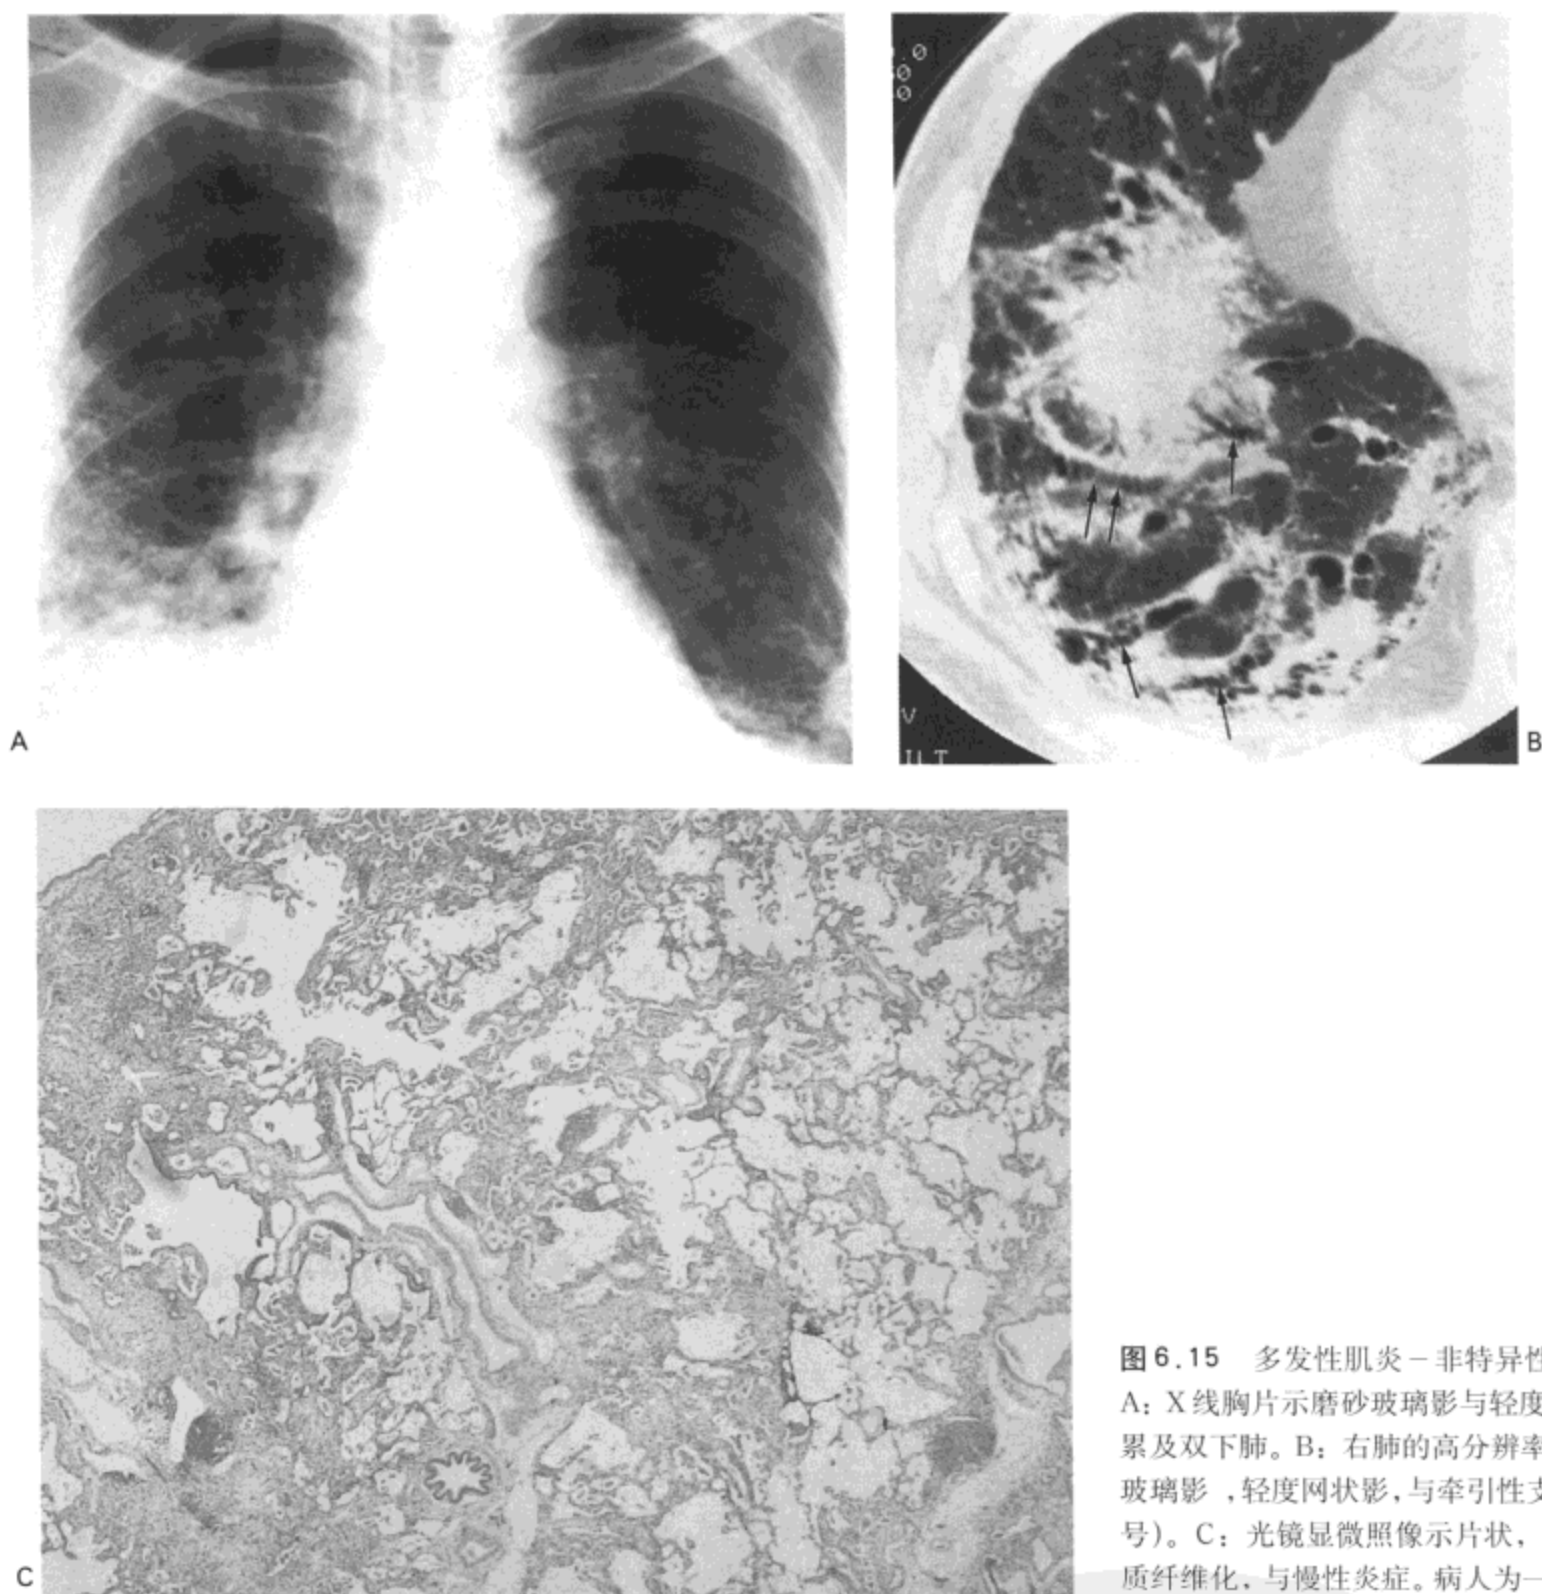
多发性肌炎-非特异性间质性肺炎。A: X线胸片示磨砂玻璃影与轻度网状影, 主要累及双下肺。B: 右肺的高分辨率CT显示磨砂玻璃影, 轻度网状影, 与牵引性支气管扩张(箭头)。C: 光镜显微照像示片状, 轻度到中度间质纤维化, 与慢性炎症。病人为一65岁的男性。
